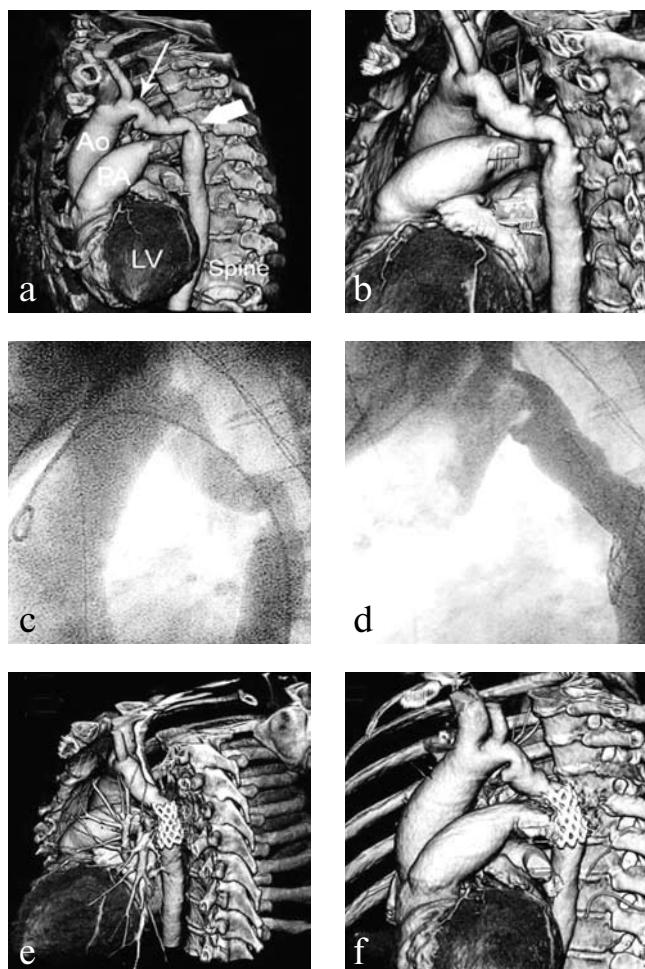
МСКТ у пациента с коарктацией аорты (а, б) (стрелка). Аортография (с, d). Контроль за эффективностью эндоскопического лечения. Последующее наблюдение (е, f).
